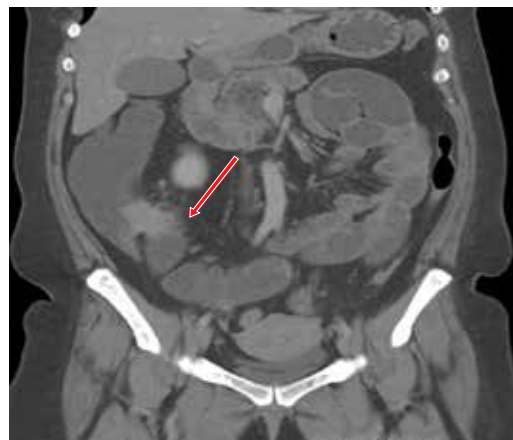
Tomografía axial computarizada de corte coronal en la que se observa zona de transición a nivel de íleon terminal secundario a masa en este nivel (flecha roja).
